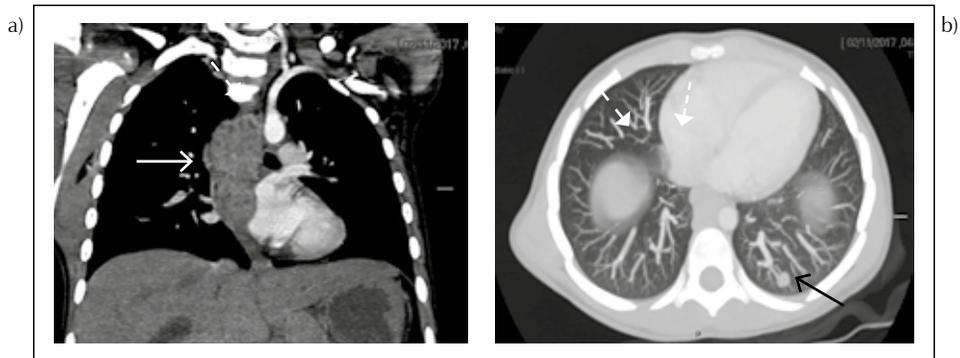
Tomografía computarizada de tórax contrastada. (a) Coronal: Tumoración alargada en mediastino posterior (→), de contornos regulares, lobulados y heterogénea con áreas quísticas que capta tenuemente al contraste, compatible con conglomerado ganglionar. (b) Axial en reconstrucción de máxima intensidad, MIP): Nódulo pulmonar compatible con metástasis (→).
